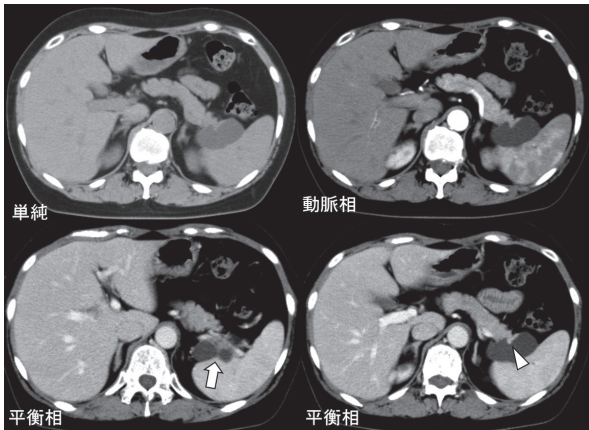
腹部ダイナミックCT所見：膵尾部に脾臓側に隔壁を伴う47 x 27 mmの多房性嚢胞を認め（矢印）、嚢胞膵実質側に15 x 6 mmの隔壁の肥厚を認めた。平衡相にて隔壁肥厚部に造影効果が確認されたが（矢頭）、明らかな嚢胞内結節は指摘できなかった
